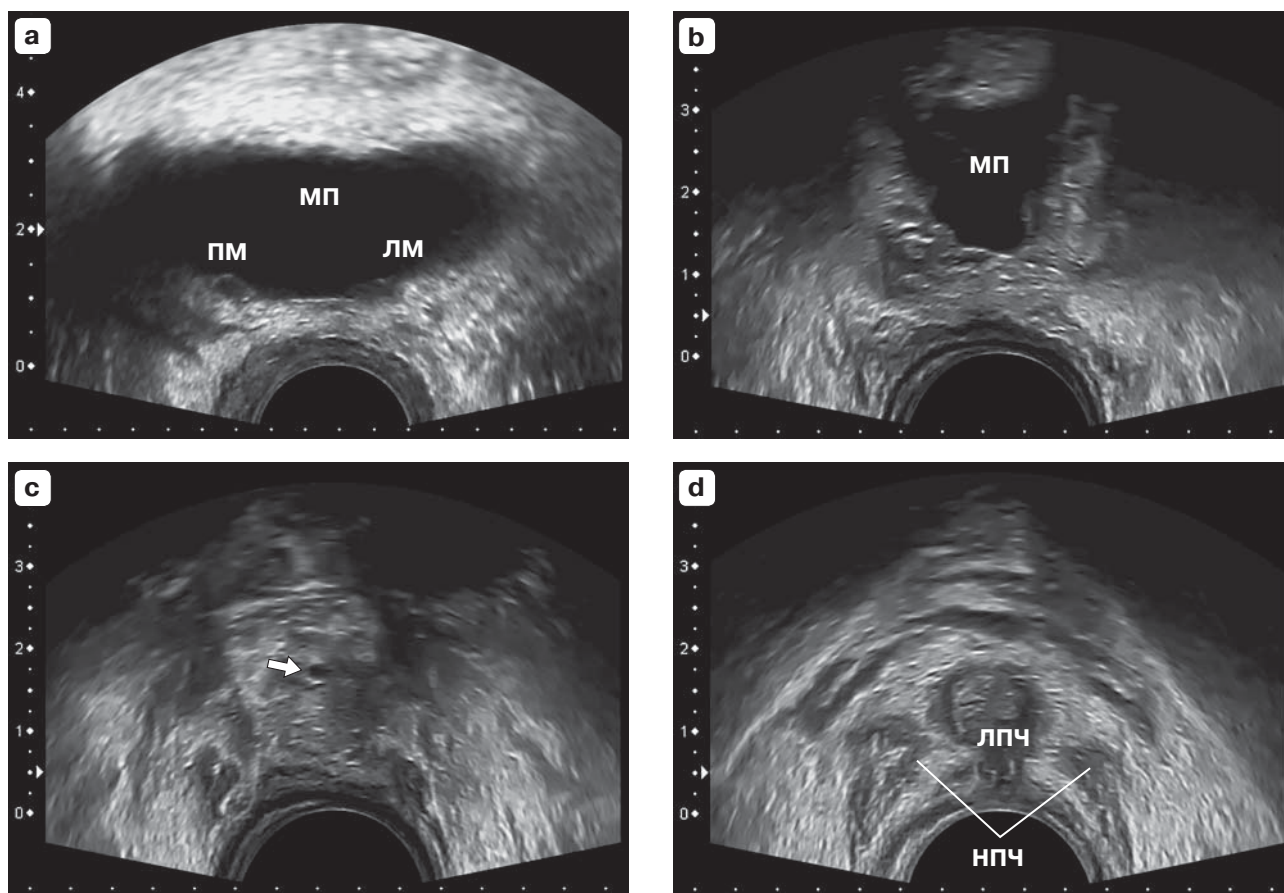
ТРУЗИ простатэктомического ложа. В-режим. Поперечное сканирование. а – плоскость сканирования проходит через устья мочеточников. б – плоскость сканирования околоанастомозного комплекса на уровне шейки мочевого пузыря (неправильная форма просвета шейки). с – плоскость сканирования околоанастомозного комплекса на уровне проксимальной части мембранозного отдела мочеиспускательного канала (стрелка). d – плоскость сканирования на уровне луковицы и ножек полового члена (просвет спонгиозного отдела мочеиспускательного канала не визуализируется). МП – мочевой пузырь, ПМ – устье правого мочеточника, ЛМ – устье левого мочеточника, ЛПЧ – луковица полового члена, НПЧ – ножки полового члена.
